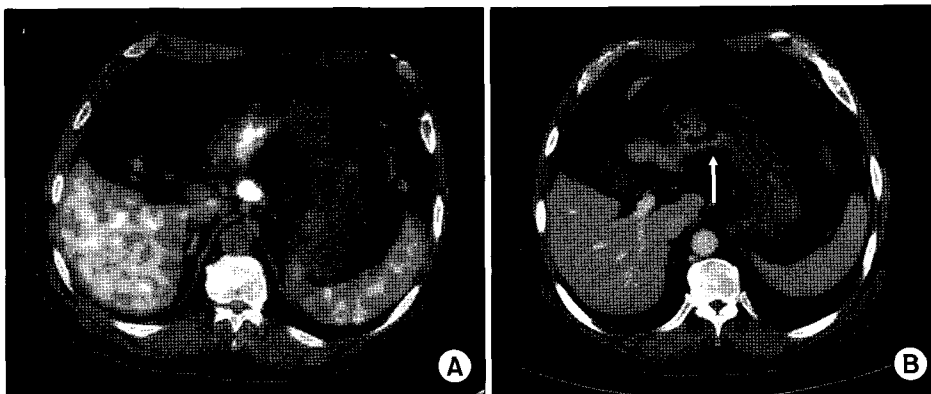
A 60-years-old man with gastric cancer with regional lymph node metastasis. (A) Fluorodeoxyglucose (FDG)-PET/CT fused image. The FDG-PET/CT image shows intense FDG uptake. (B) Computed tomography (CT) trans-axial image. Not visualized perigastric lymphadenopathy.
